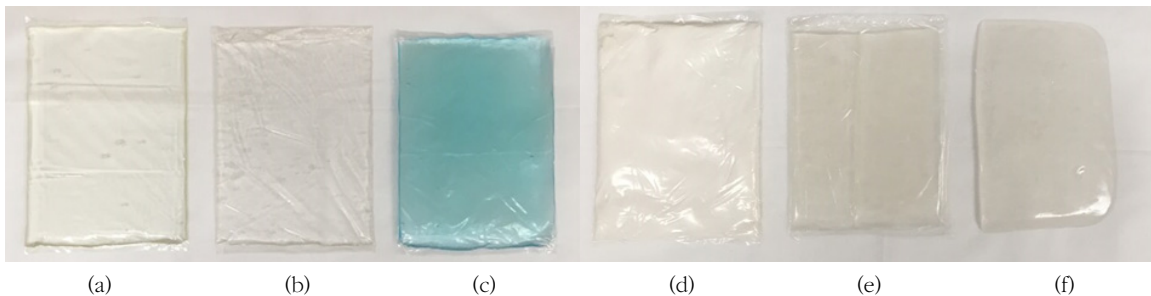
Manufactured pads (a) distilled water (b) aloe gel (c) ultrasonic gel (d) ABUS lotion (e) enveloped carrageenan (f) unenveloped solidified carrageenan
